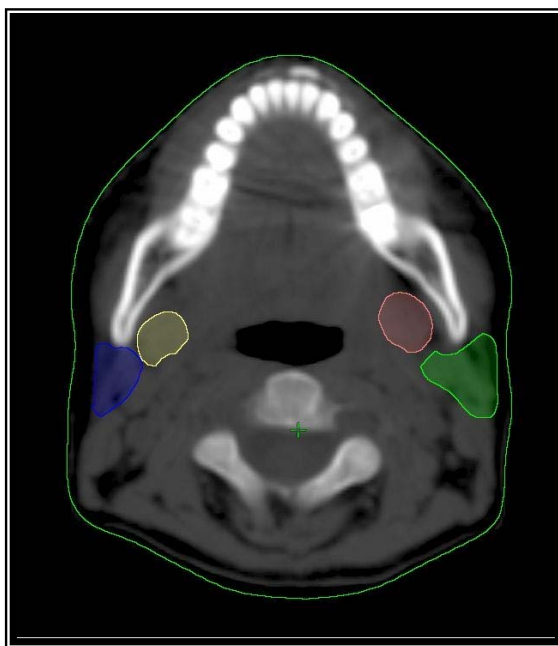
Delineamento das glândulas parótidas e submandibulares em cortes de tomografia computadorizada.
